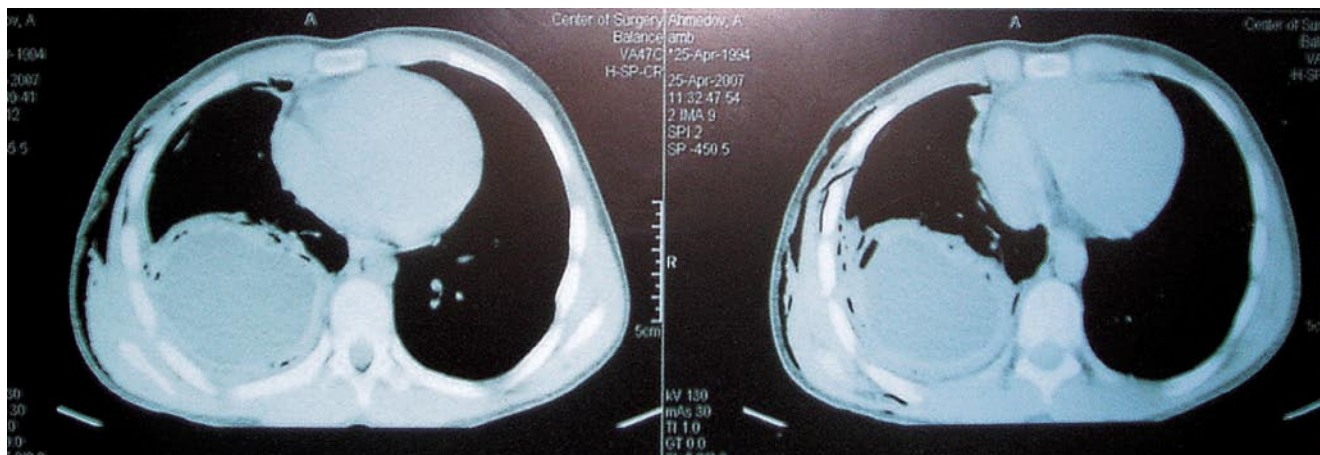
КТ после дренирования: легкое расправлено. Диагноз: эхинококкоз нижней доли правого легкого, осложненный прорывом в плевральную полость
